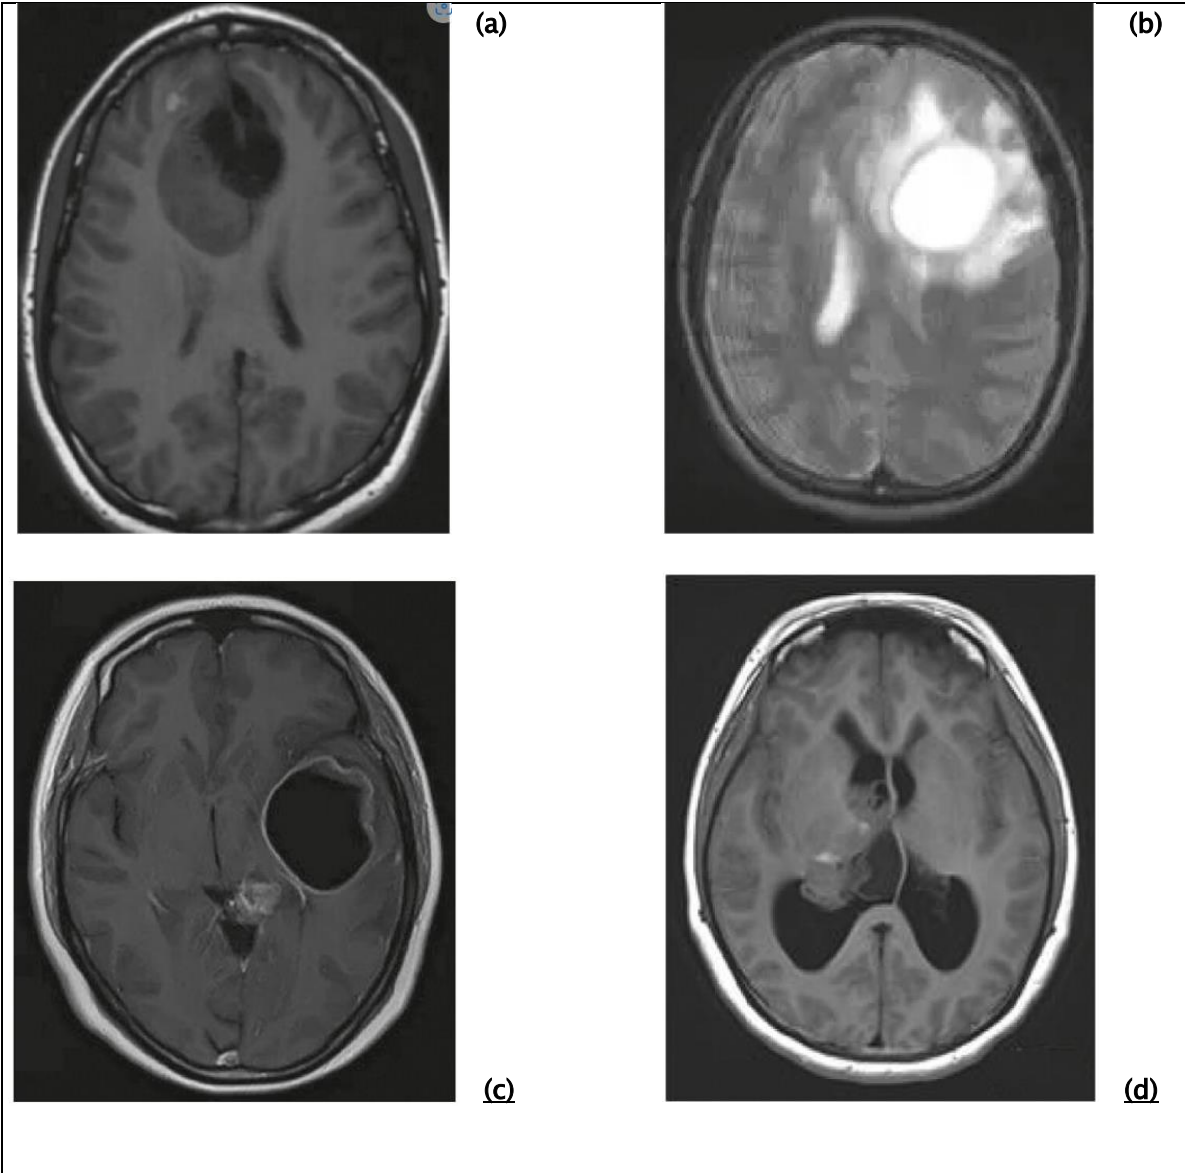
Images IRM de patients atteints de gliome de grade IV.[75]
